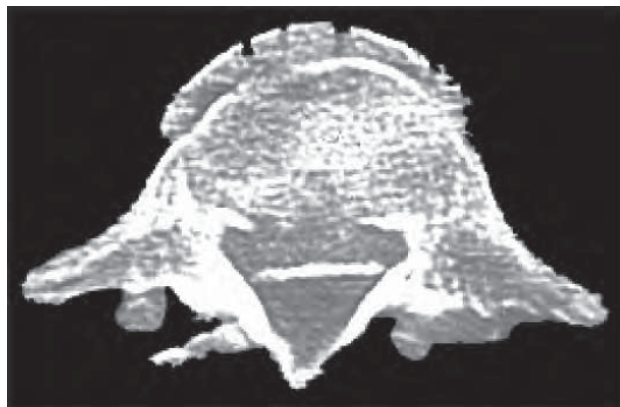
/6.- TAC de columna. Fractura por estallido. Fragmento óseo desplazado dentro del canal medular.
